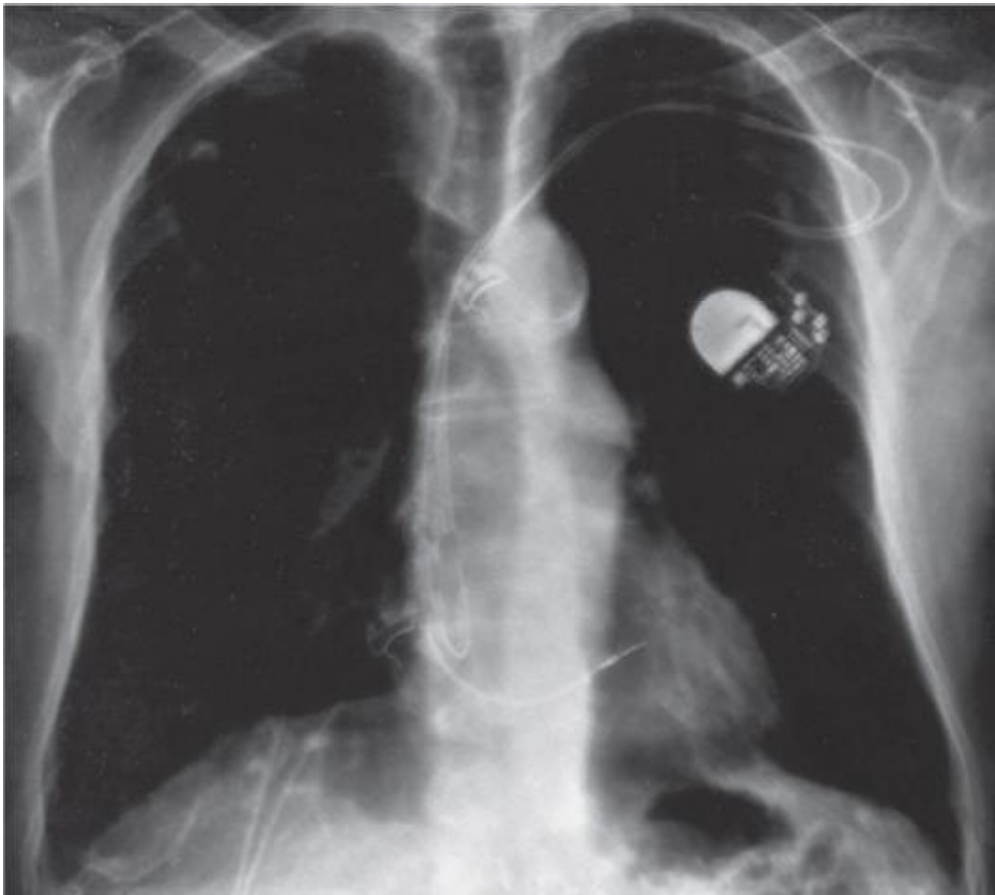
Radiographie thoracique de face montrant un boîtier implanté en prépectoral gauche.
